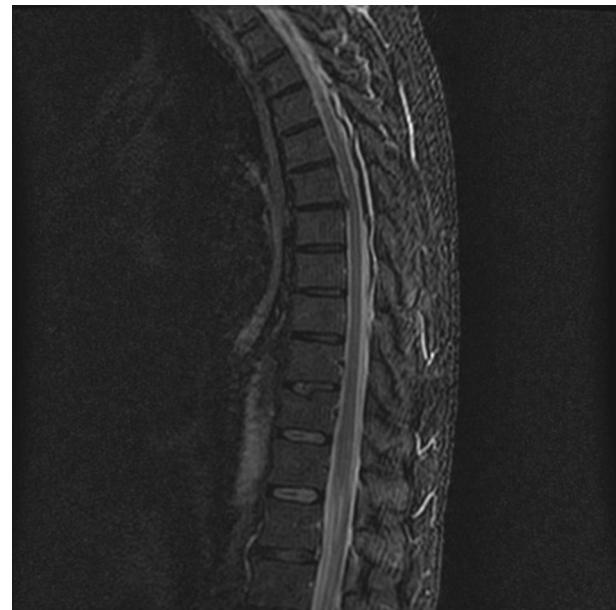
En la RM cervicotóraca sagital STIR presenta ocupación de espacio posterior desde C7 hasta T10-T11, de intensidad heterogénea.
